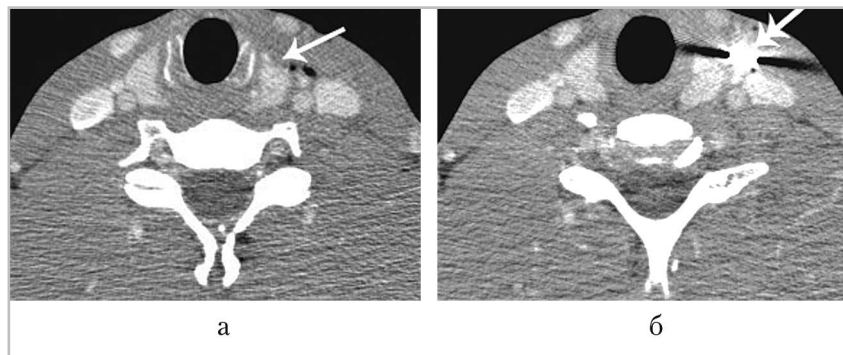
КТ-исследование с внутривенным болюсным контрастированием: а — деформация переднего края левой доли щитовидной железы с прилежащими пузырьками газа (стрелка); б — кпереди от левой доли щитовидной железы и магистральных сосудов шеи определяется инородное тело металлической плотности — осколок (двойная стрелка)
